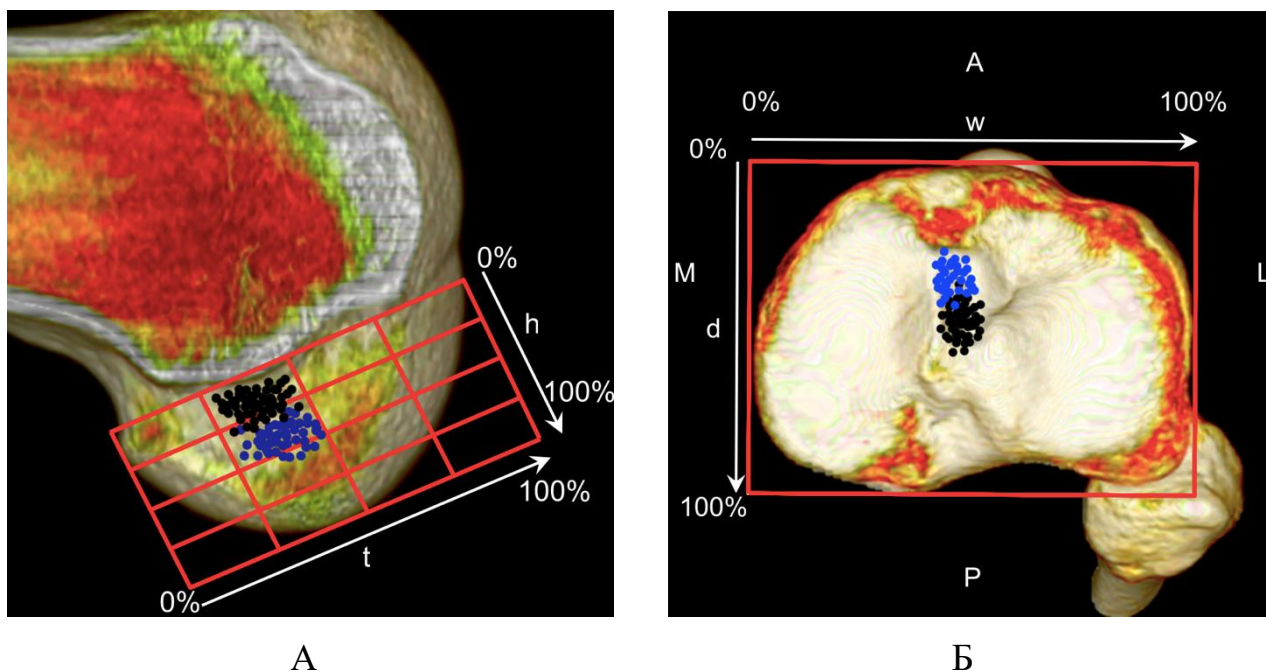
КТ-анализ положения центров бедренных (А) и большеберцовых (Б) костных туннелей. Черными точками обозначена 1-я группа, синими – 2-я группа пациентов
